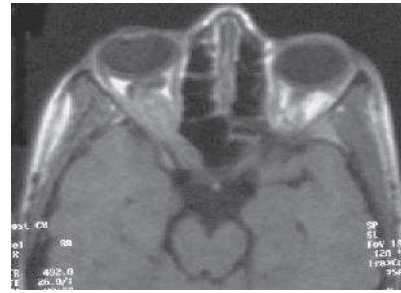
IRM en coupe axiale et coronale en T1. Gliome du nerf optique droit en iso signal.
